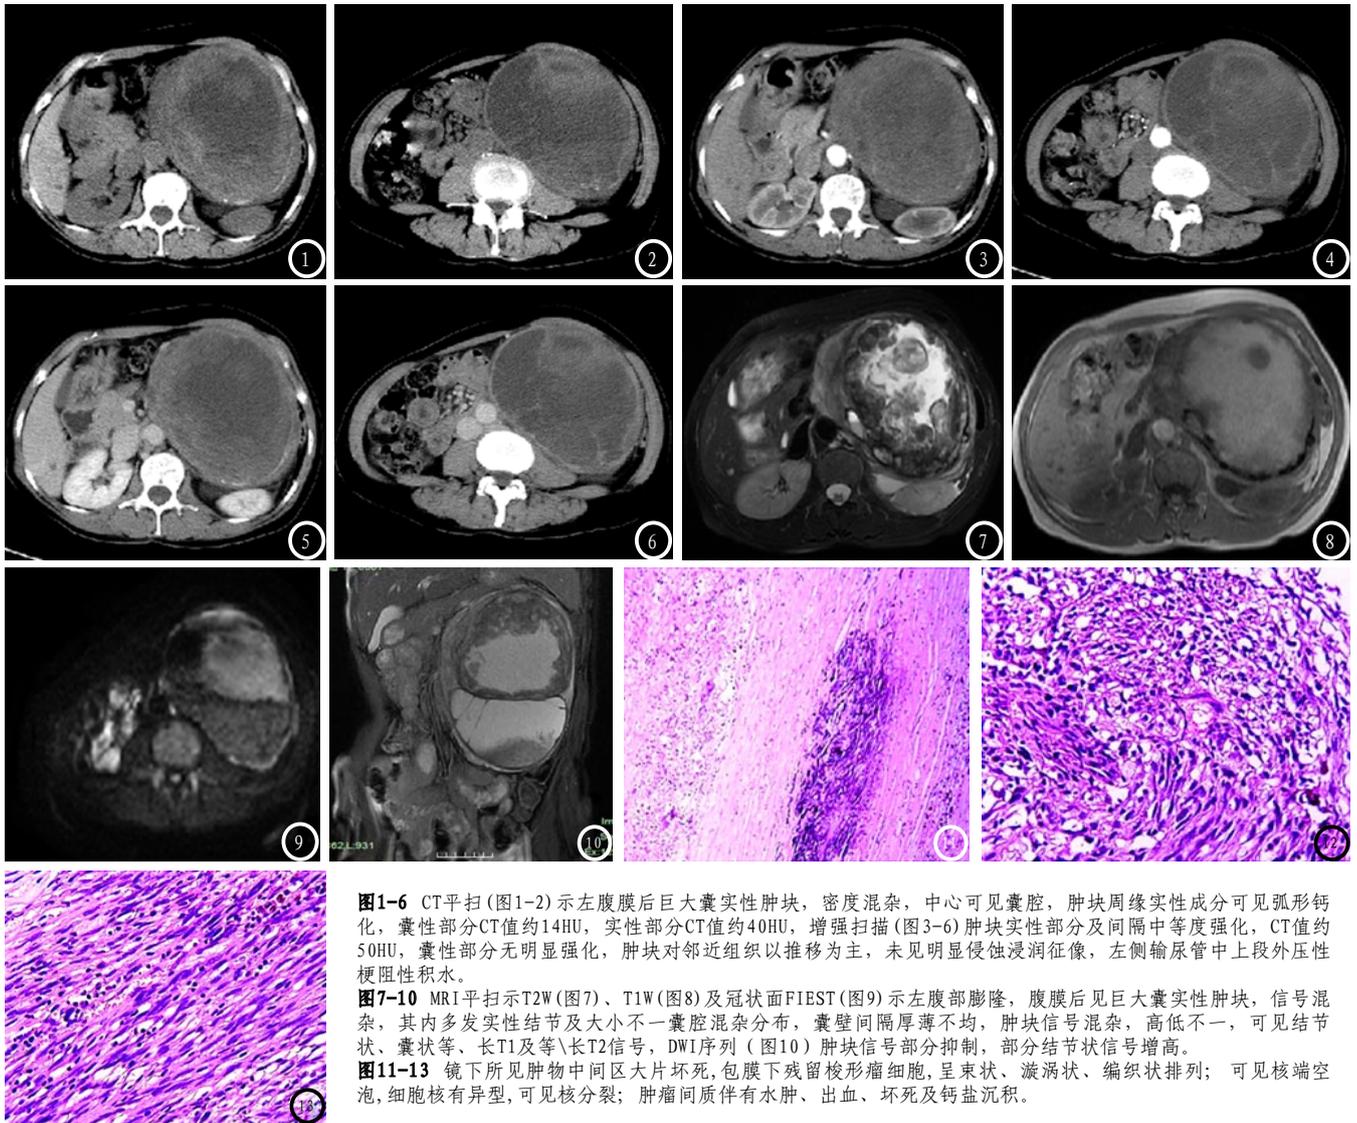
CT平扫(图1-2)示左腹膜后巨大囊实性肿块,密度混杂,中心可见囊腔,肿块周缘实性成分可见弧形钙化,囊性部分CT值约14HU,实性部分CT值约40HU,增强扫描(图3-6)肿块实性部分及间隔中等度强化,CT值约50HU,囊性部分无明显强化,肿块对邻近组织以推移为主,未见明显侵蚀浸润征象,左侧输尿管中上段外压性梗阻性积水。
